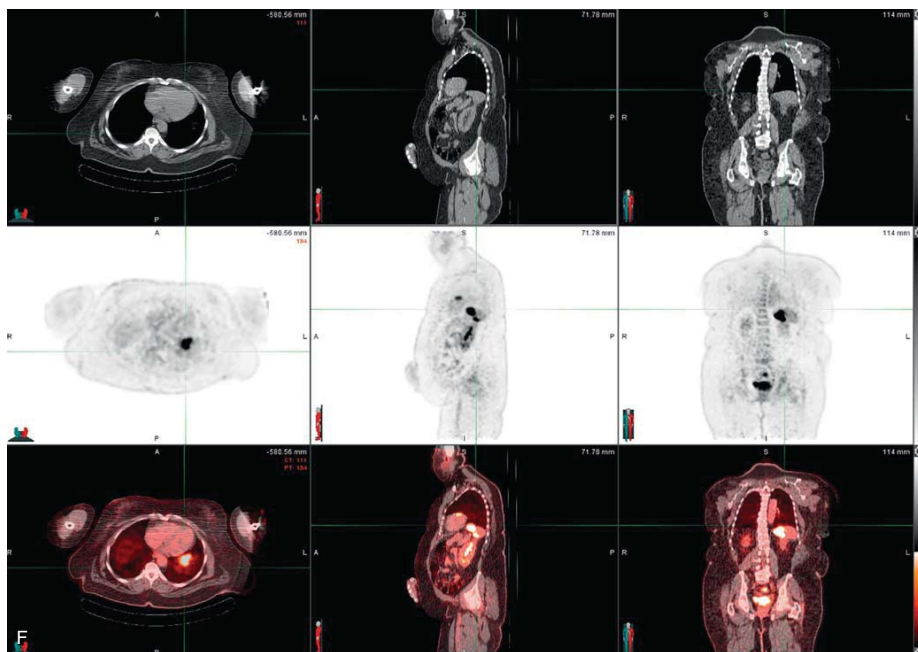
cont'd F, PET-CT of a different patient with NSCLC showing a hypermetabolic lesion within the spleen.
